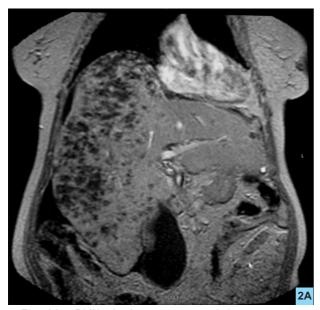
RMN simple en corte sagital que muestra hepatomegalia y la lesión tumoral extensa a predominio del lóbulo derecho.
